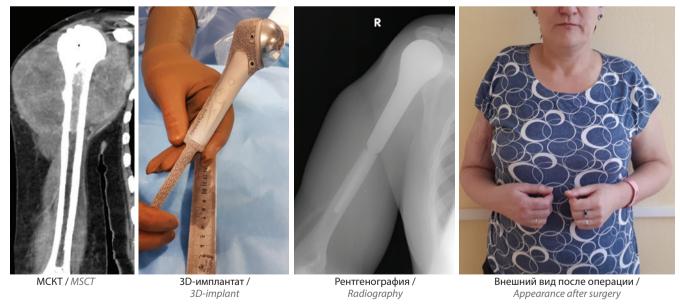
Пациентка Т., 50 лет с карциносаркомой матки и метастатическим поражением проксимального метадиафиза правой плечевой кости. Хирургическое лечение с применением 3D-имплантата. MCKT — мультиспиральная компьютерная томография Fig. 2. Patient T., 50 years old. Uterine carcinosarcoma. Metastatic lesions in the proximal metaphysis of the right humerus. Surgical treatment using a 3D-implant. MSCT — multislice computed tomography
